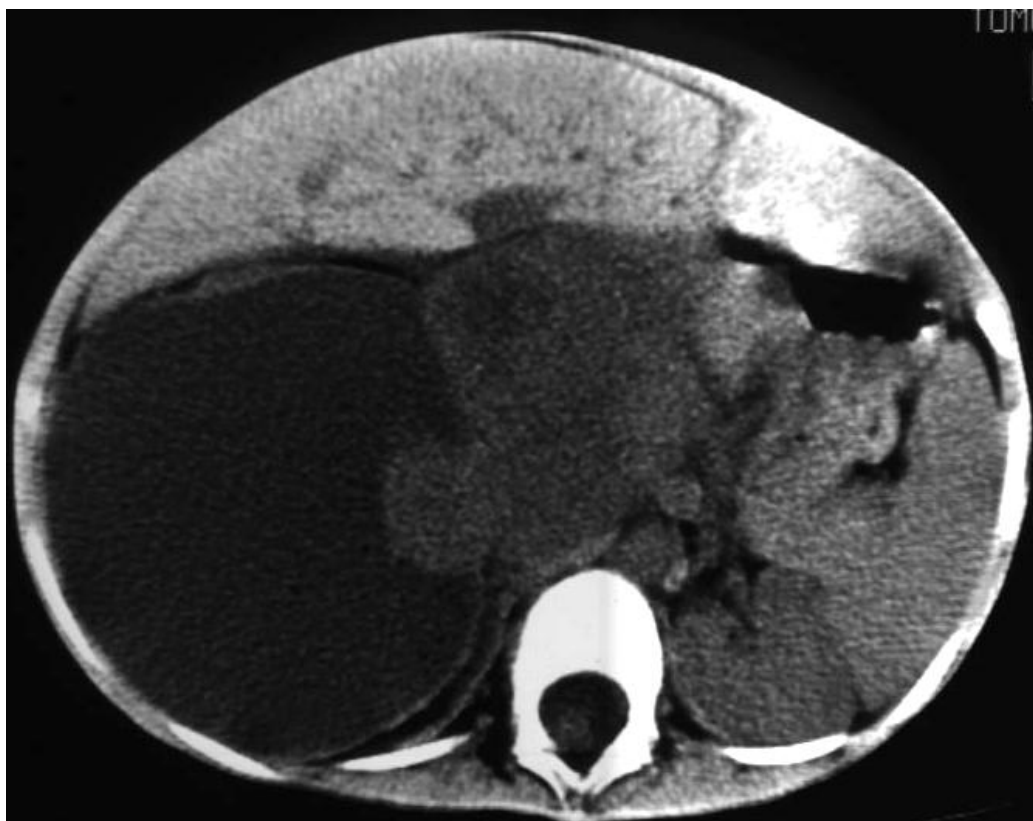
Компьютерная томография кистозно-солидной нефробластомы справа со смещением аорты.
